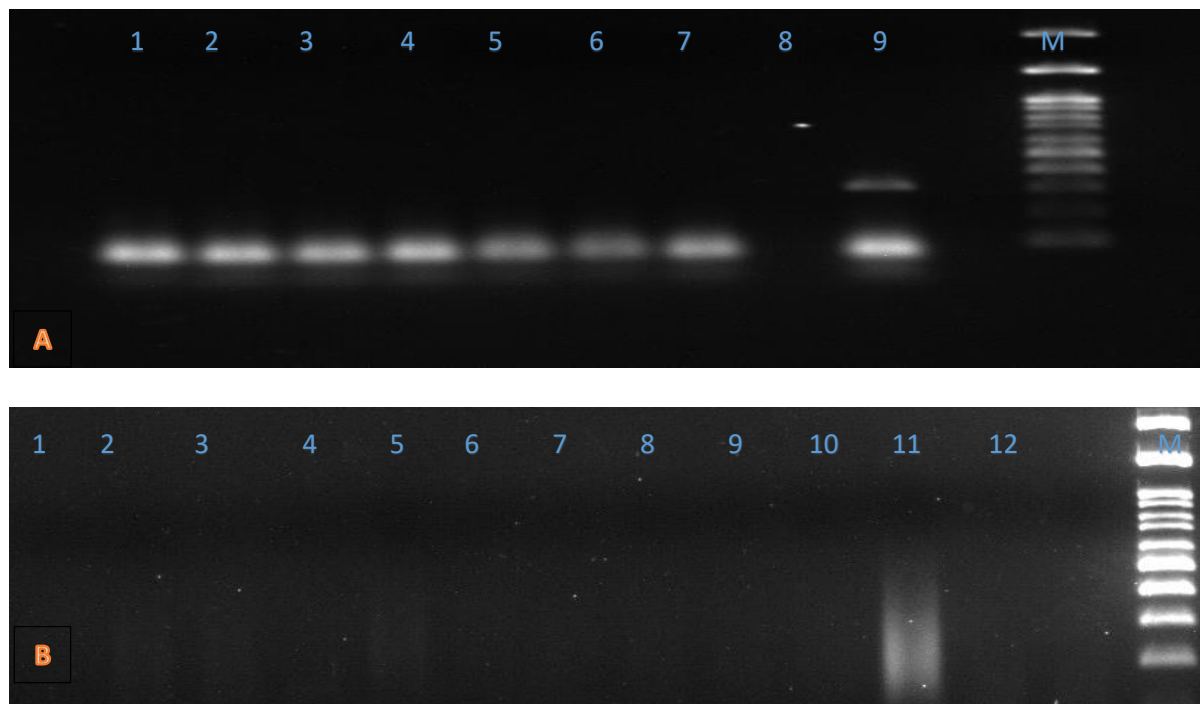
PCRs spécifiques pour la détection du HCMV. Gel électrophorétique de l'amplification avec les amorces UL55 en A :1-7 : échantillons de TC, 8 : contrôle négatif, 9 : contrôle positif UL54 en B :1-10 : échantillons de TC,11 : contrôle positif, 12 : contrôle négatif, M : Marqueur de taille (100kb). La tache (smear) qui apparaît pourrait s'expliquer par un début de dégradation de notre contrôle positif.
